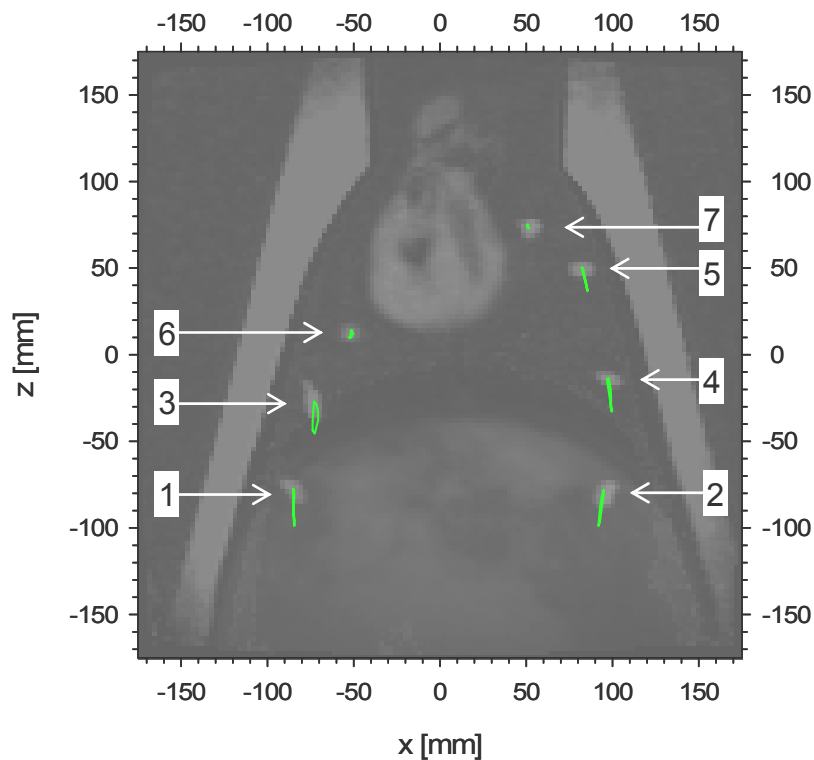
Rundherd-Trajektorien, die in ein rekonstruiertes MRT-Bild des Schweinelungenphantoms bei voller Ausatmung eingezeichnet sind. Die betreffenden Rundherde sind nummeriert.
